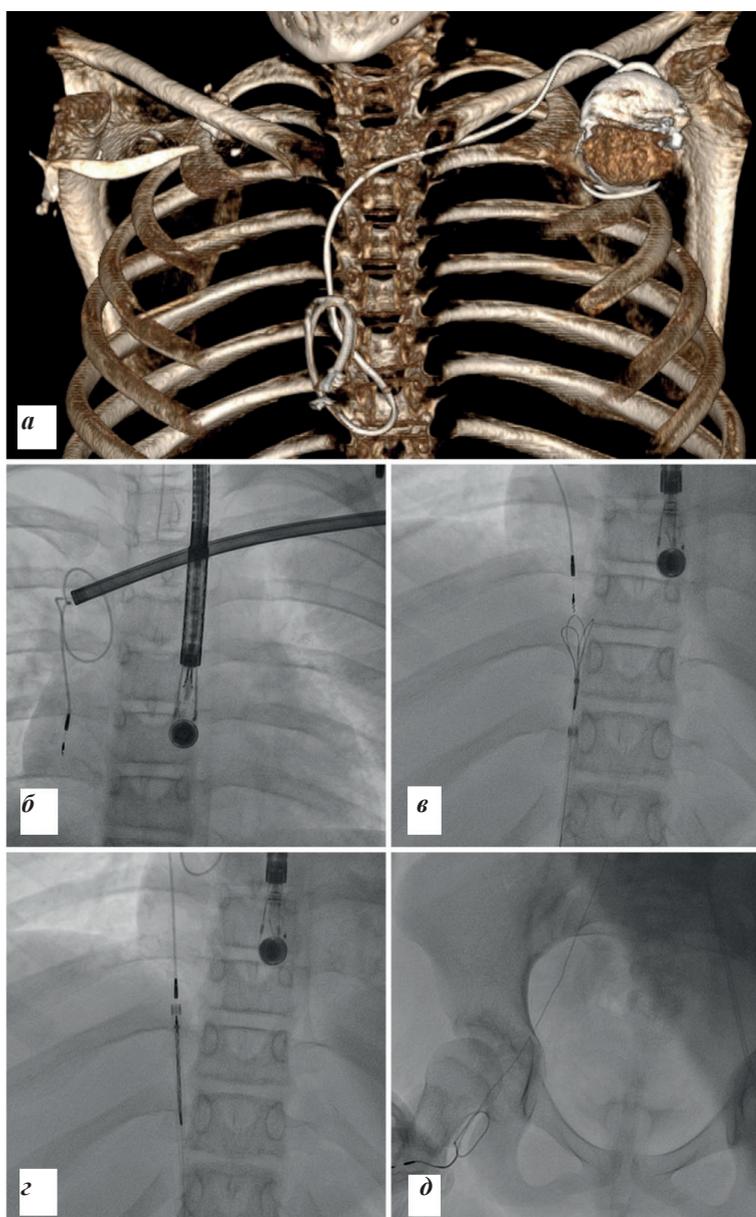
Этапы обследования и лечения девочки 11 лет: а - мультиспиральная компьютерная томография сердца (электрод расположен в правом предсердии, свернут петлей), б - попытка ТрЭЭ устройством TightRail 9Fr, в-д - попытка ТрЭЭ бедренным доступом трехпетлевой ловушкой.
